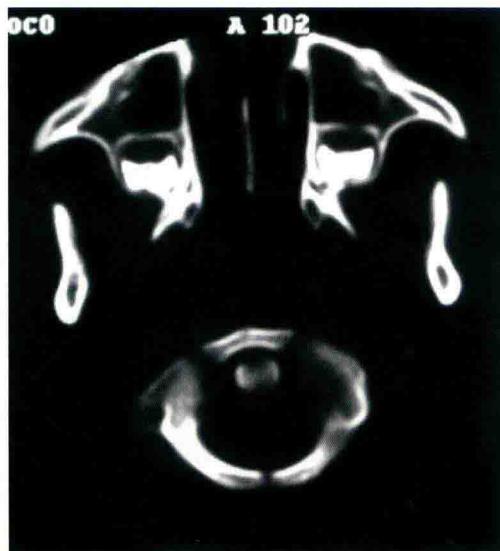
外院 CT：C1 左侧侧块溶骨性骨破坏范围较前缩小
